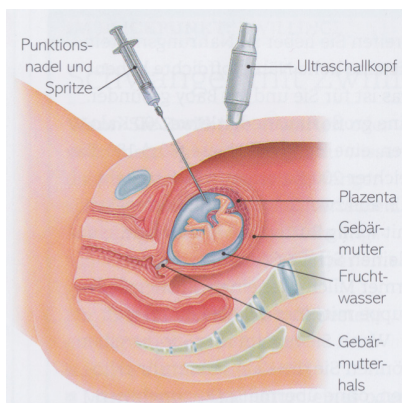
Amniozentese unter sonographischer Kontrolle.
